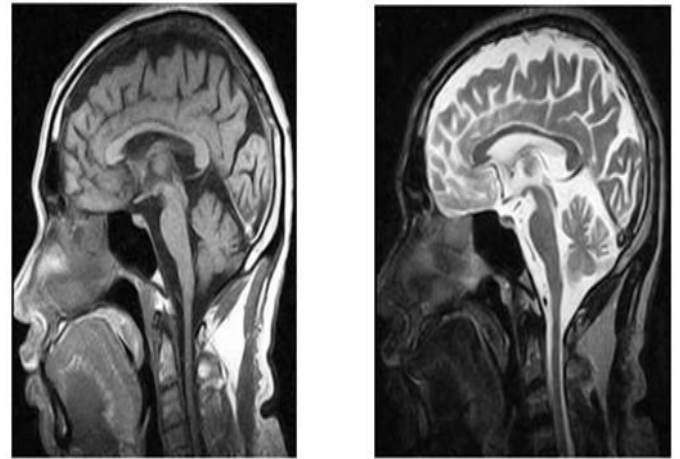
IRM en coupe sagittale Séquence T1 montrant une discrète atrophie spinocérébelleuse
